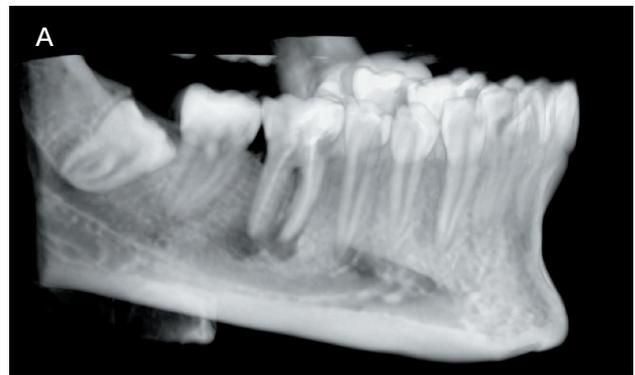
a. Imagen mandibular de CBCT donde se observan los dientes 4.6 y 4.8.
